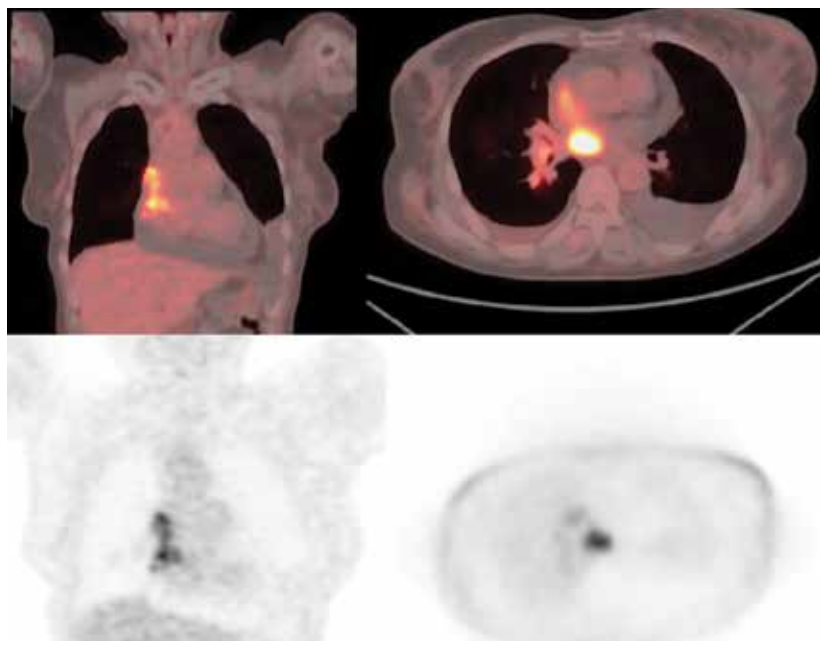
Тот же пациент, что и на рис. 1. На представленных ПЭТ-срезах с ¹⁸F-ФДГ в коронарной и аксиальной проекциях визуализируется аналогичная зона гиперфиксации РФП в области корня правого легкого, с более интенсивным накоплением РФП в лимфатическом узле бифуркационной группы по сравнению с ОФЭКТ с ^{99m}Tc-MIBI
